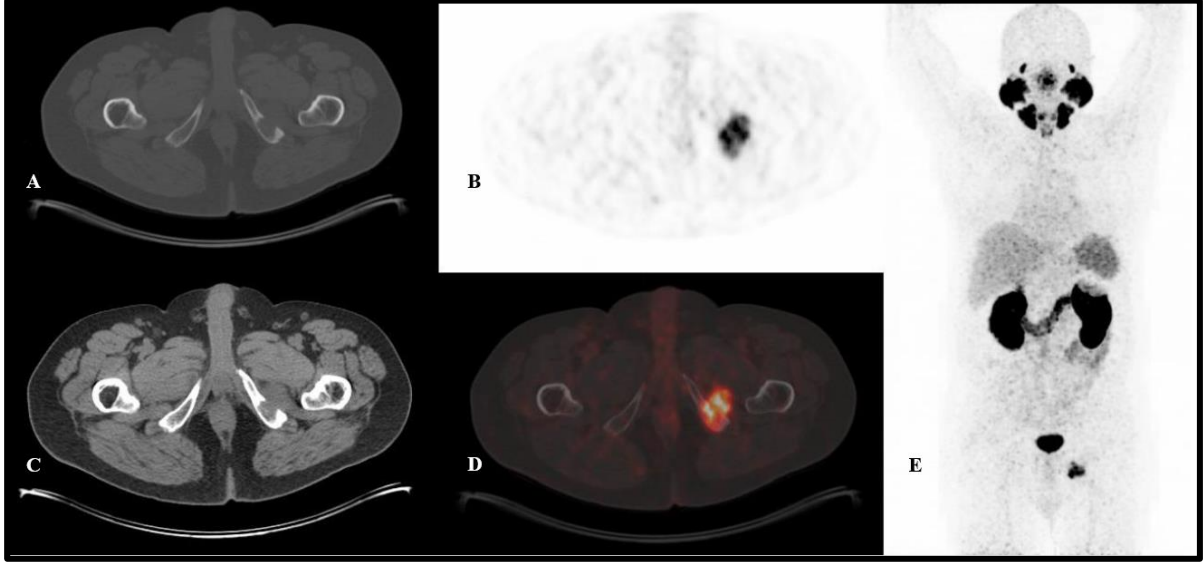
84 yaşında opere prostat kanser (Gleason skor:7, ISUP grade:2) hastasına ait Ga68-PSMA PET/BT görüntüleri. Postoperatif 5.yılda PSA nüksü (PSA:10,59 ng/ml, PSAdt:1,6 ay, PSAvel:78,9 ng/ml/yıl) gelişmesi nedeniyle yeniden evreleme amaçlı Ga68-PSMA PET/BT tetkiki yapıldı. Prostatektomi lojunda solda PSMA pozitif nüks kitle izlendi (SUVmax: 26,3). Hastaya pelvik radyoterapi uygulandı. Tedavi sonrası görüntülerinde lokal nükste gerileme izlendi ancak yeni kemik metastazları gelişti (burada gösterilmedi). Kemoterapi, palyatif RT ve Lu177-PSMA tedavisi alan hasta tanıdan 8 yıl sonra vefat etti. Aksiyal pelvik füzyon PET/BT ve PET görüntüsü (A, B), maksimum yoğunluk projeksiyon (MIP) görüntüsü (C)
